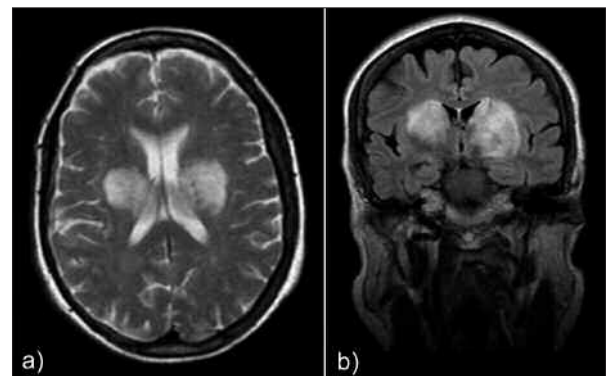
Lesões observadas na primeira RM efectuada, de Novembro de 2006, ainda em regime de ambulatório: a) T2 axial; b) FLAIR coronal.
